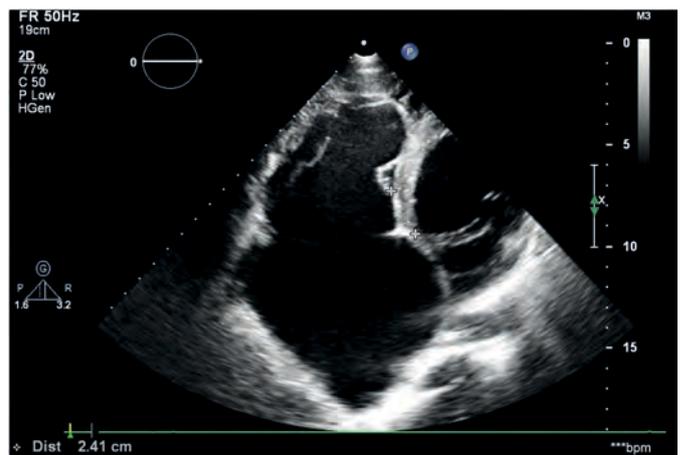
Ecocardiograma Bidimensional em corte apical quatro câmaras evidenciando atrialização parcial do ventrículo direito.
